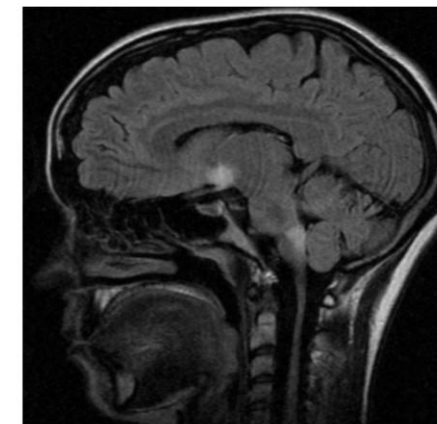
Imagen de RM en secuencia sagital T2 sin contraste, al ingreso
